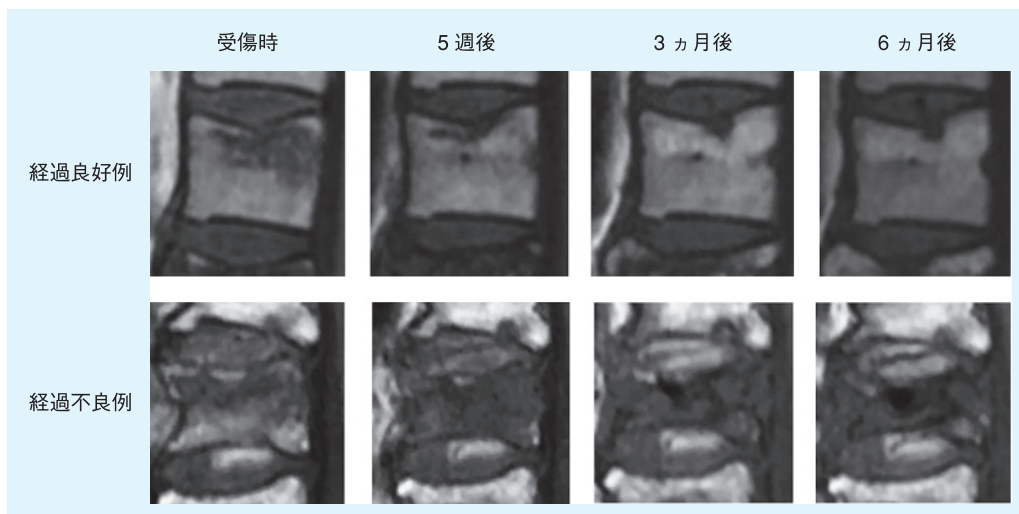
MRI所見の変化例(文献158より引用)
